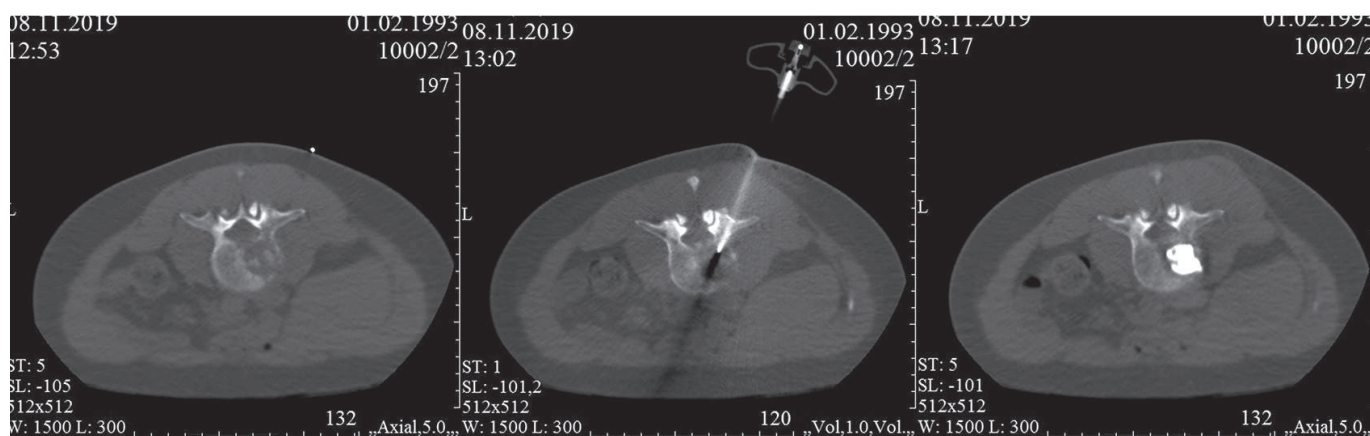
Этапы проведения вертебропластики под КТ-навигацией
